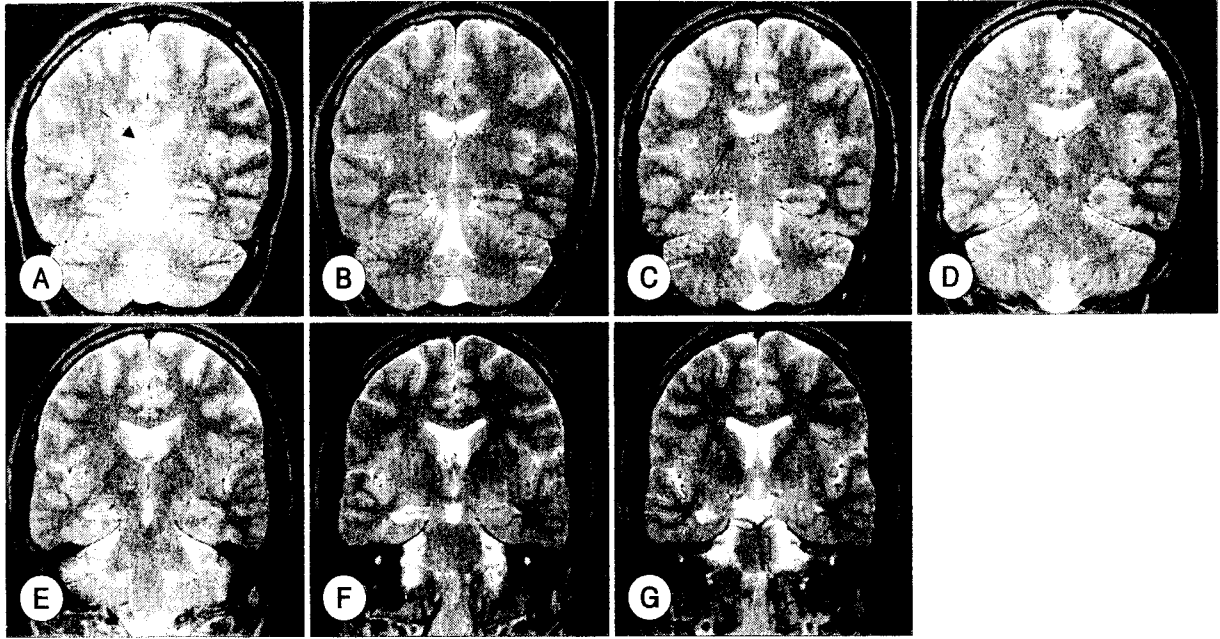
Coronal oblique T2-weighted MR images with 5-mm sections show the right mesial temporal sclerosis, and ipsilaterally downward placement of the inferior margin of the lateral ventricle (white arrow) and a larger right lateral ventricle on all four images posterior to the foramen of Monro (A to D). The inferior margin and size of the lateral ventricle become symmetrical on MR images anterior to the foramen of Monro (E to G). Atrophy of the right fornix is observed (black arrow) (A, B).
